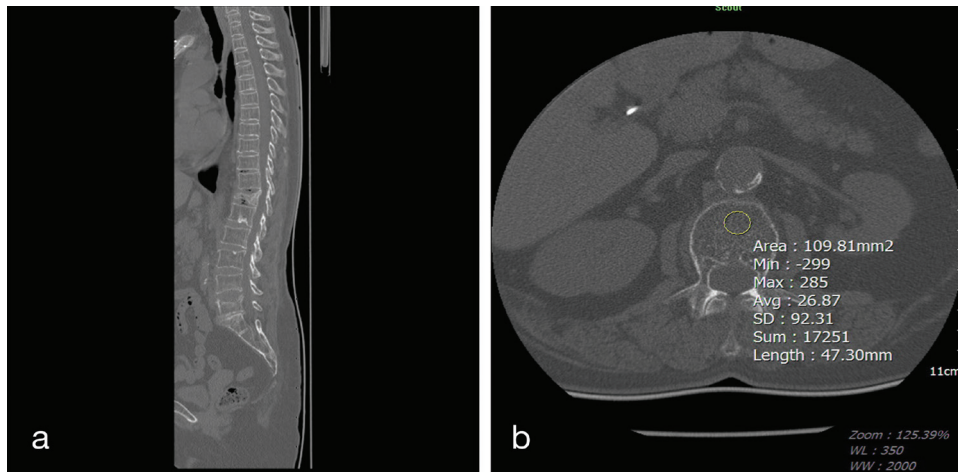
Mid-sagittal reformat CT scan of a 78 year-old female patient (a) shows osteoporotic compression fractures; moderate OVF on L5 vertebra, severe OVF on T12 vertebra. In addition, different levels of spondylosis are observed (b) In the same patient, on the transverse CT section passing through the central of L2 vertebra, density measure taken from the trabecular bone was 26.8 HU, and highly osteoporotic
